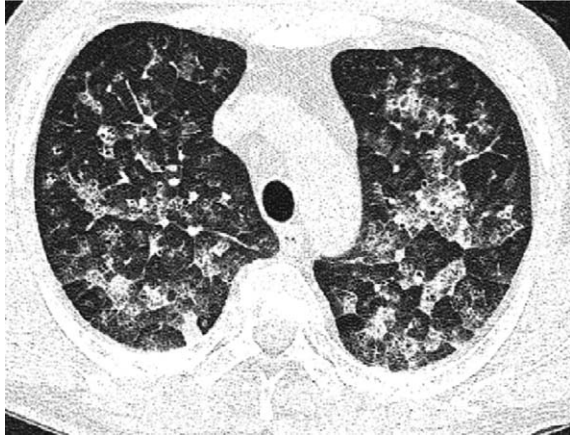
HRCT scan that was obtained before admission (20 days ago) shows bilateral, patchy consolidation and ground-glass opacity with interlobular septal thickening in both lungs.
